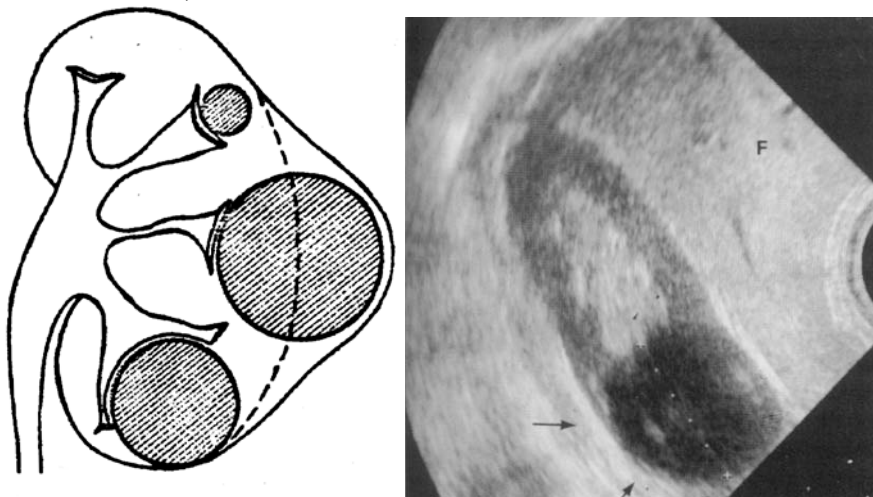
Chiste renale; dreapta: ecografie
